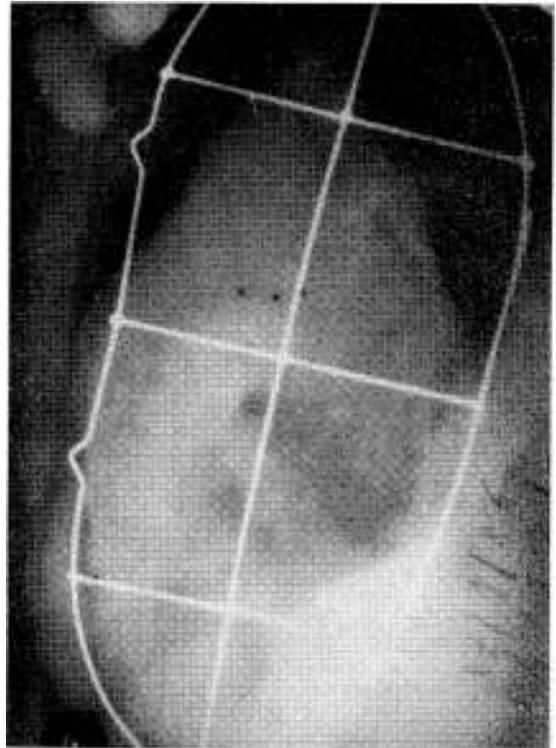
Control radiológico del mismo paciente de fig. 1 al cabo de 6 meses de la nefrolitotomía anatófica: tomografía simple sin evidencias de litiasis y urografía endovenosa con buena función del riñón
